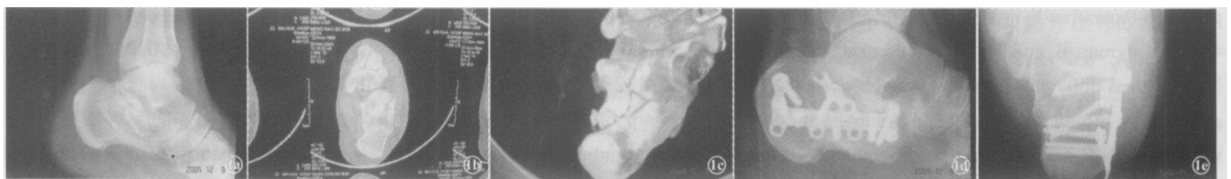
患者,男,20岁,因高处坠落伤致右跟骨骨折,行切开复位、自体骨植骨加跟骨钢板内固定术 1a 术前侧位 X线片示跟骨粉碎性骨折,跟骨高度、Böhler角和 Gissane角均减少; 1b、1c 术前 CT横断面扫描及三维表面重建示右跟骨内侧载距突粉碎性骨折,累及距下关节面,关节面不平整,跟骨的宽度增宽明显,按 Sanders分型为 III型; 1d、1f 术后 1年复查跟骨侧位和轴位片示右跟骨高度、宽度、Böhler角和 Gissane角恢复满意,关节面尚平整
